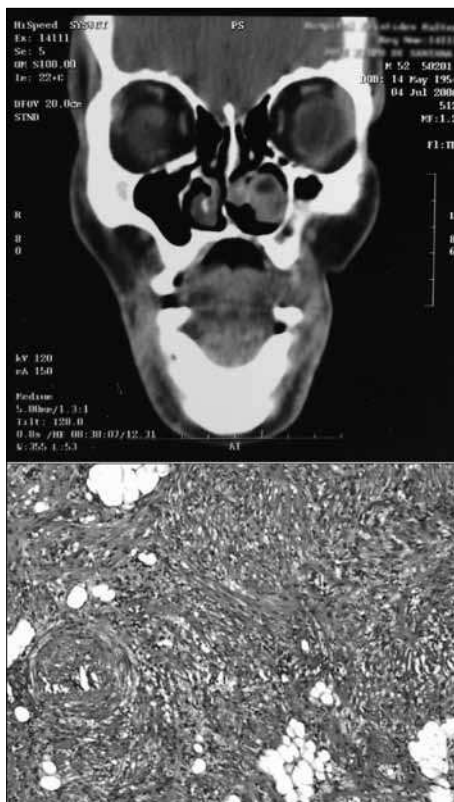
ACIMA: Tomografia Computadorizada evidenciando tumoração em meato inferior esquerdo sem sinais de destruição óssea.
